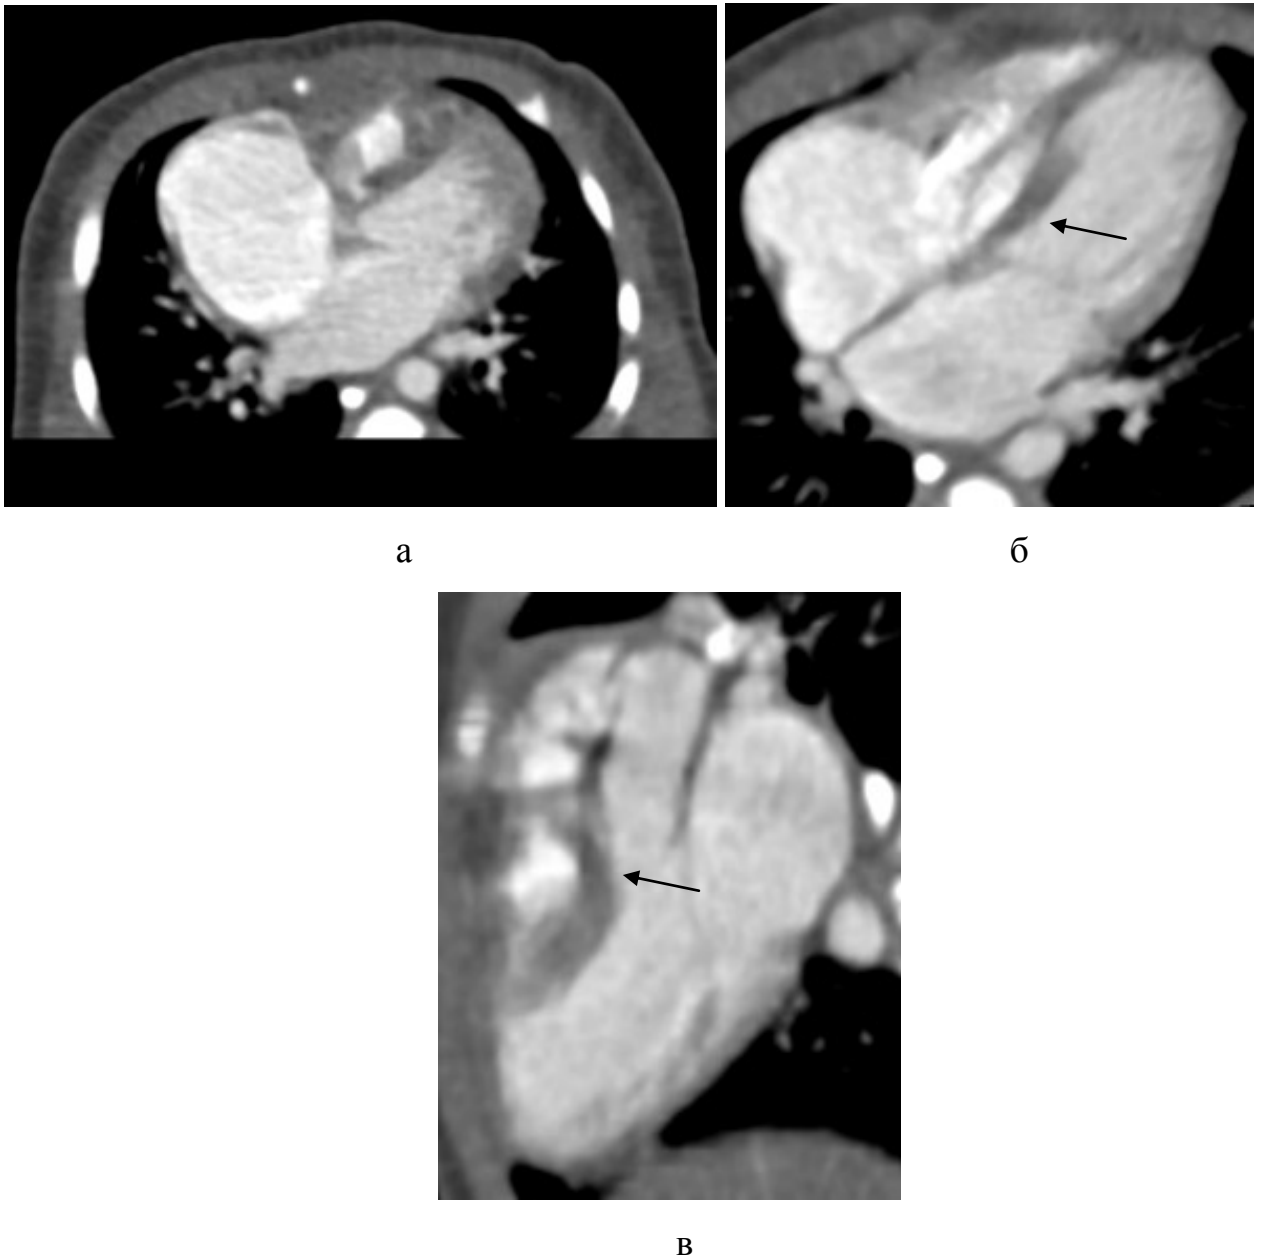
Новорожденный А., 4-й день жизни; 115NoA. На КТ-ангиокардиограмме в аксиальной плоскости по данным анализа определен «дефект межжелудочковой перегородки 0,3см» (а). В мультипланарных реформациях приточных отделов желудочков (б, стрелка) и по длинной оси левого желудочка (в, стрелка) визуализировали непрерывающуюся межжелудочковую перегородку, что было подтверждено результатами оперативного вмешательства. Таким образом, в сравнении с аксиальными изображениями, в мультипланарных реформациях, ориентированных по осям сердца, была правильно оценена межжелудочковая перегородка.
